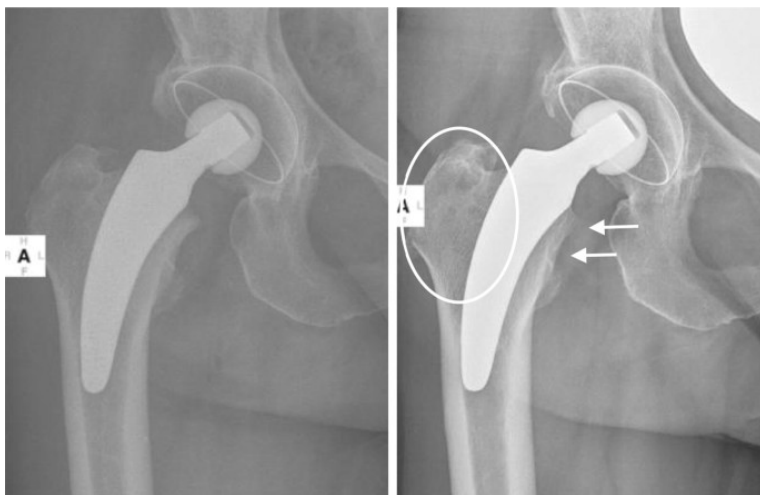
Varische Ausrichtung des Kurzschaftimplantats mit metaphysärer Verankerung ohne erkennbares Stress Shielding (links: Postoperative Röntgenkontrolle; rechts: Follow-Up Kontrolle nach fünf Jahren; weiße Pfeile: Kalkar, weißer Kreis: Kritisches Areal, in dem Stress Shielding häufig zu beobachten ist) (99).
